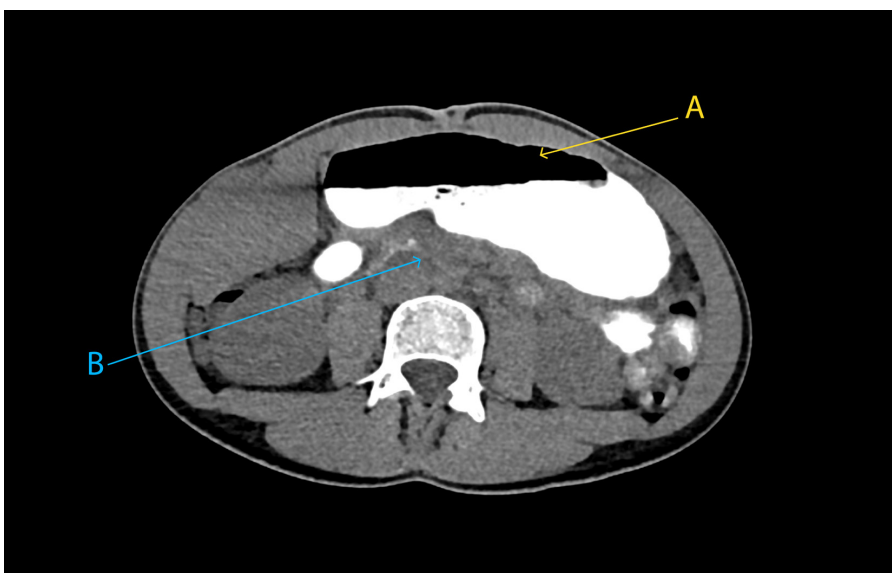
Angiotomografía computarizada abdominal con contraste oral (vista axial) que muestra marcada dilatación gástrica (flecha amarilla A) y compresión de la tercera porción del duodeno (flecha azul B).
